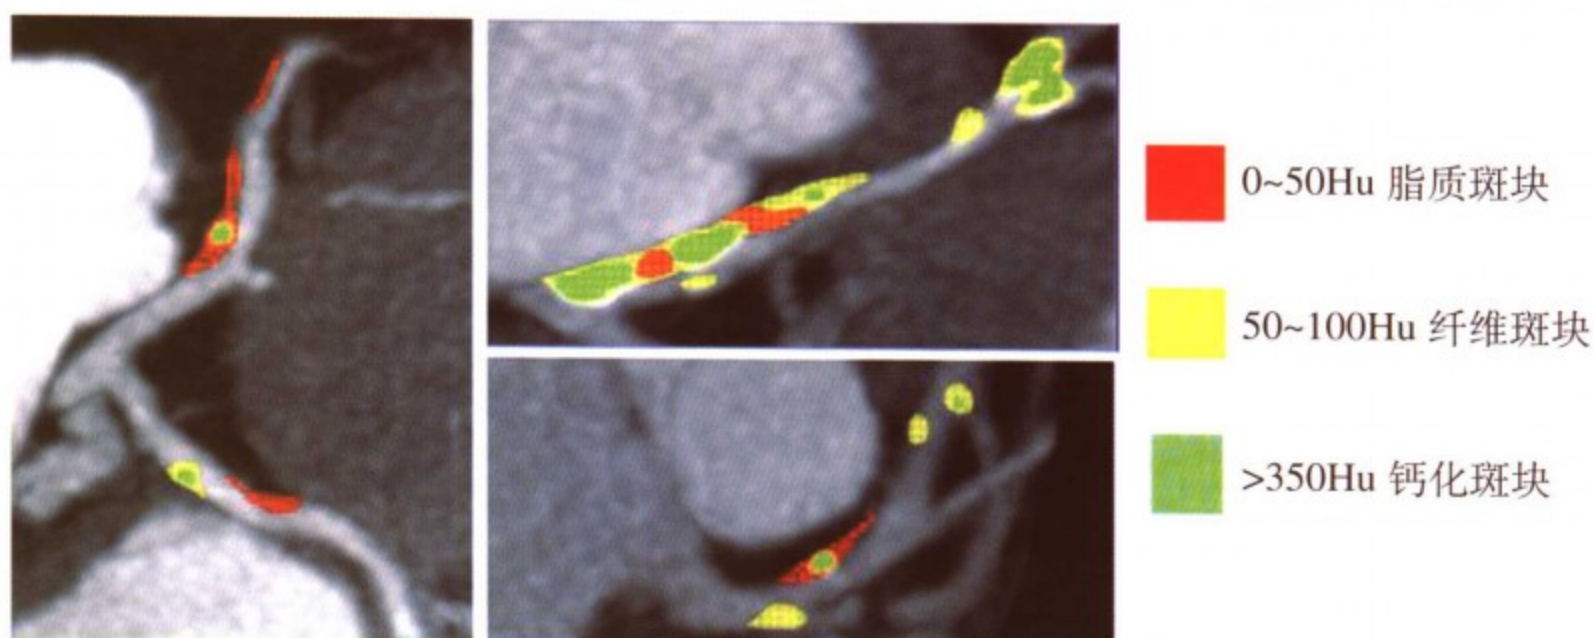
MSCT 测定不同斑块的 CT 值
